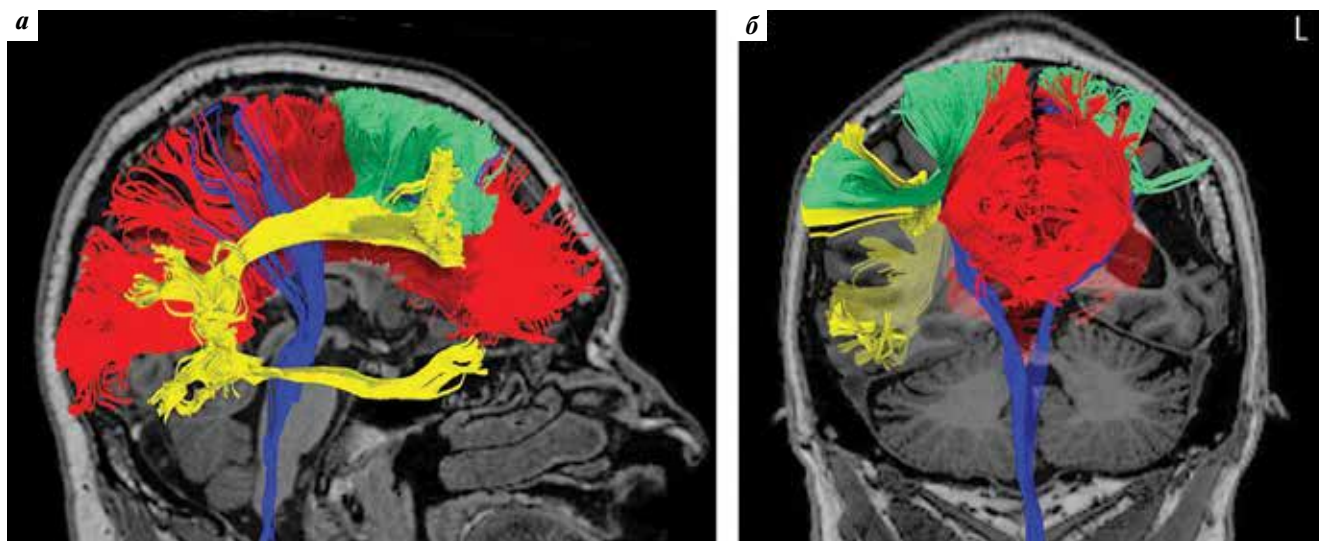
Магнитно-резонансные томограммы (T1-взвешенные) с наложением графических результатов магнитно-резонансной трактографии: а – в сагиттальной плоскости справа; б – во фронтальной плоскости. Синий цвет – кортикоспинальные пучки, красный – пучки мозолистого тела, салатовый – лобные косые пучки, желтый – дугообразный пучок
